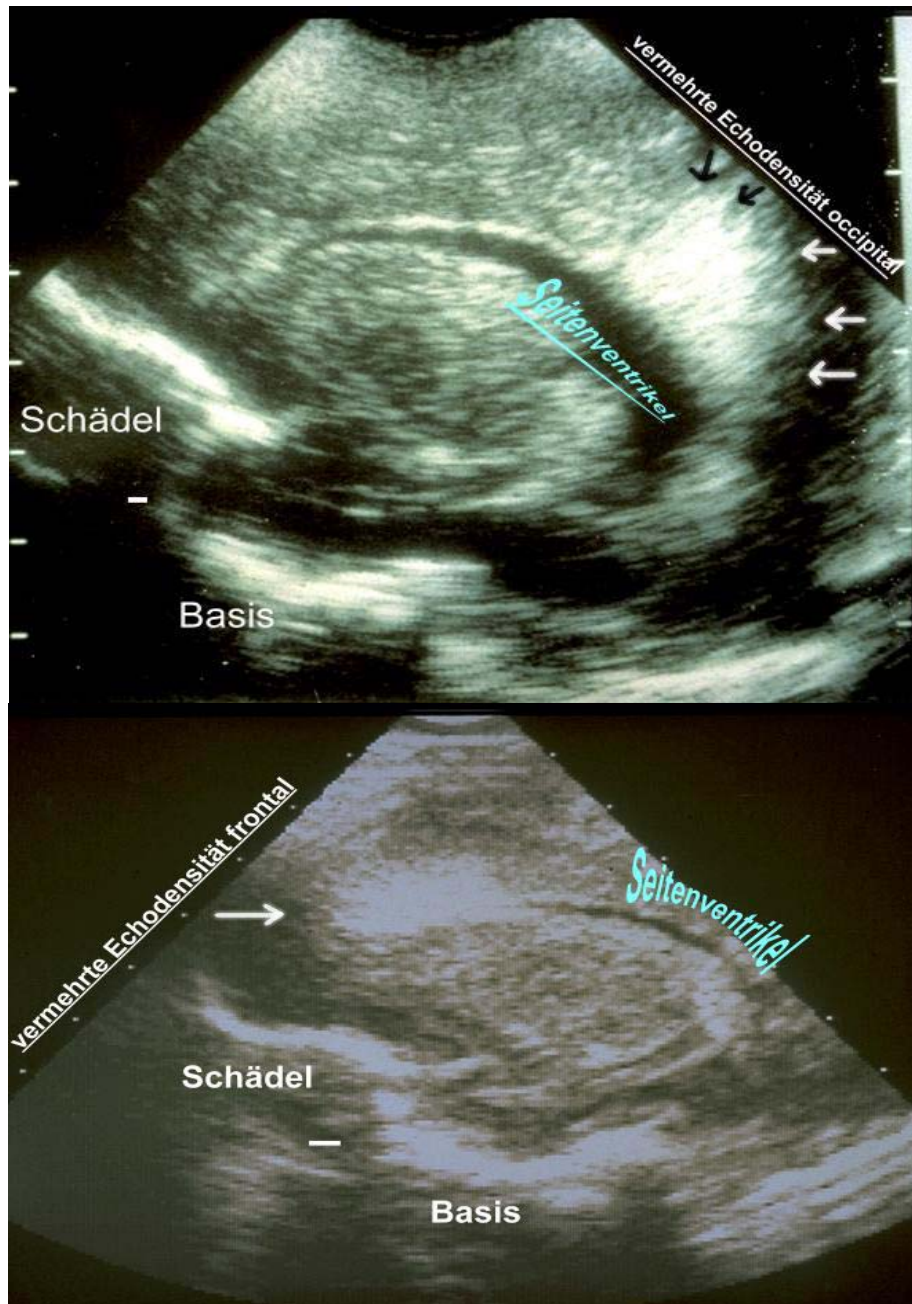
Sonographiebilder vermehrter Echodensität oben occipital unten frontal bei Kindern in der 2. Lebenswoche (mit freundlicher Genehmigung der Kinderuniversitätsklinik Frankfurt am Main, Dr. med. Rettwitz-Volk)
